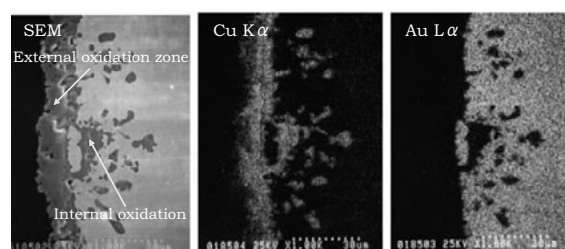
高温酸化後の金合金の垂直断面二次電子像(SEM)と特性X線像(CuとAu)
